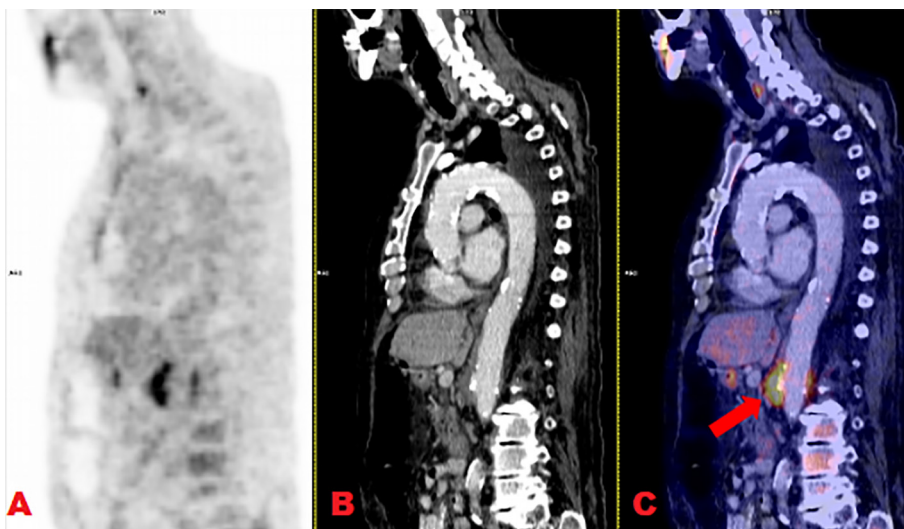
PET-TC con fluorodesoxiglucosa, corte sagital. En la imagen A correspondiente a la proyección PET se identifica una zona hipermetabólica en relación con la aorta abdominal. En la imagen de fusión C, se evidencia un aneurisma micótico de la aorta abdominal de aproximadamente $30 \times 21 \times 41,5$ mm, previa al nacimiento de las arterias renales.
